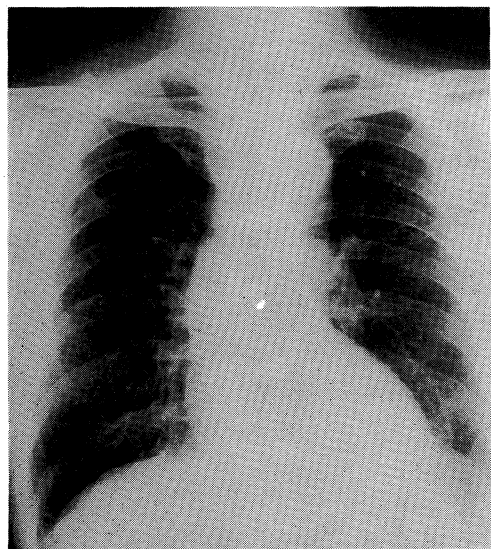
Chest radiograph of case No. 2, showing homogeneous consolidation in the left lower lung field.
